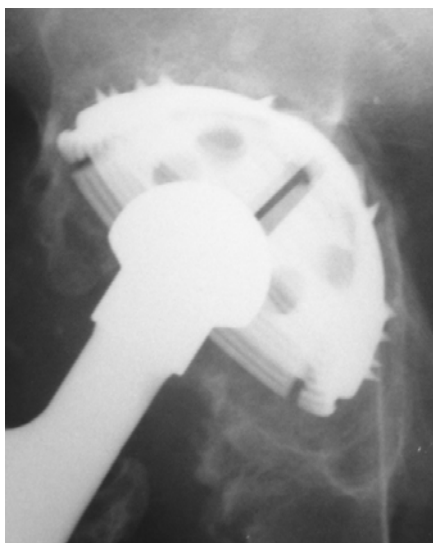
Radiografia pré-operatória demonstrando soltura do componente acetabular com deficiência óssea tipo III de D'Antonio *et al.*
